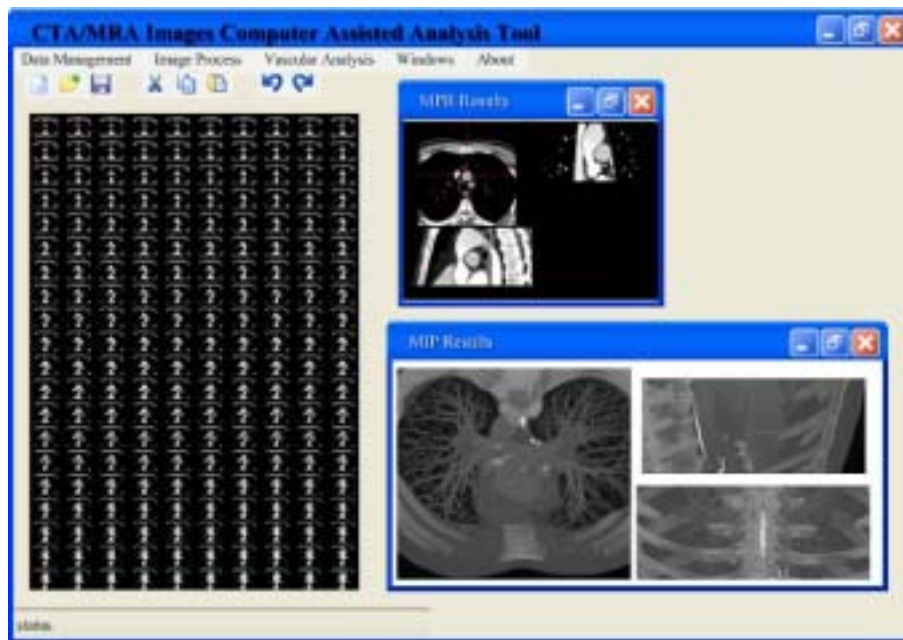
CTA/MRA 图像后处理软件 VICAAT 的界面设置
